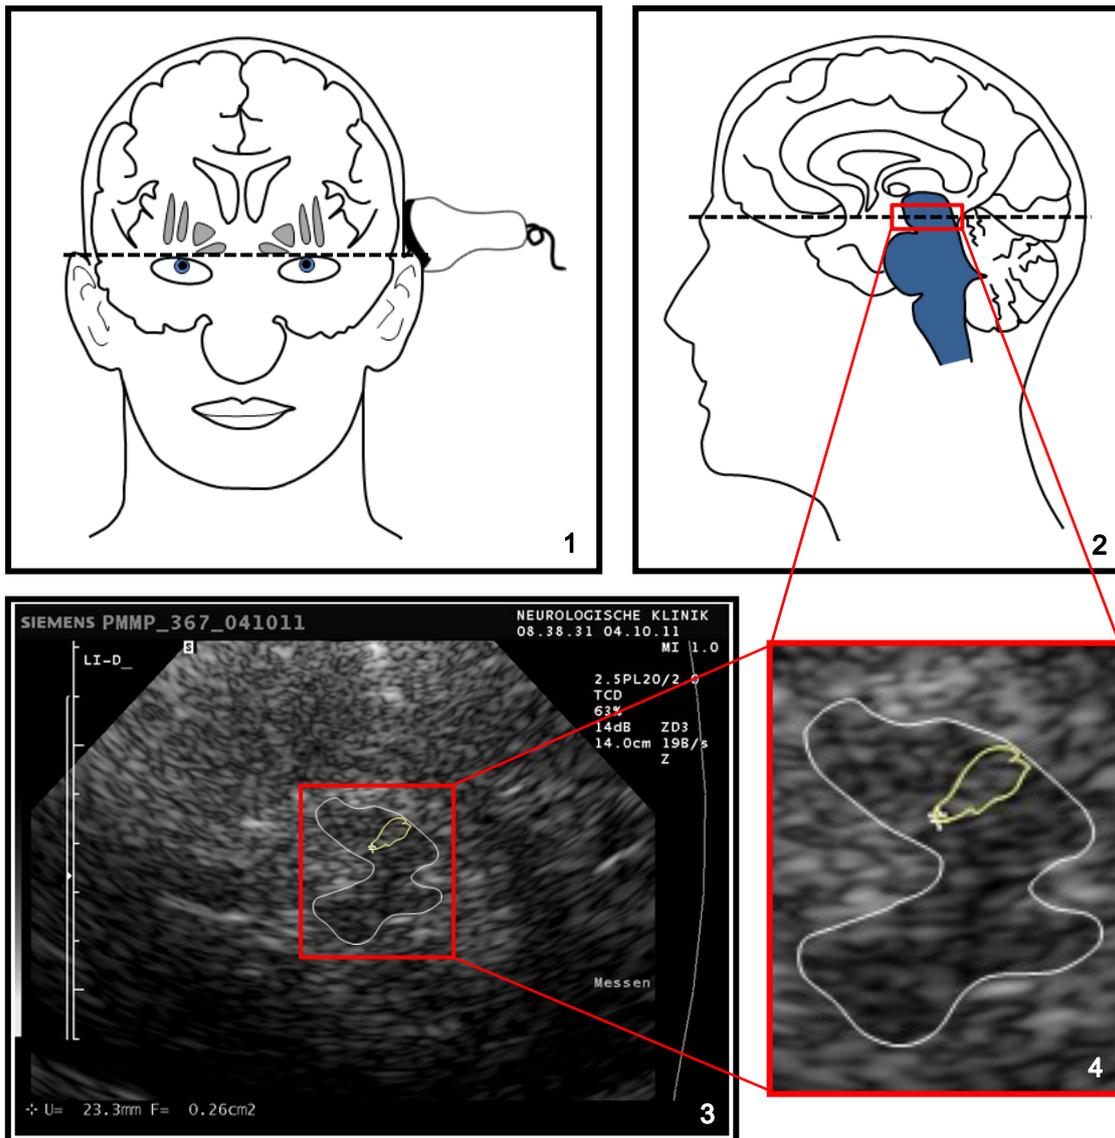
Vorgehensweise bei der Darstellung der Substantia nigra (SN) mittels transcranieller Sonographie (TCS)
